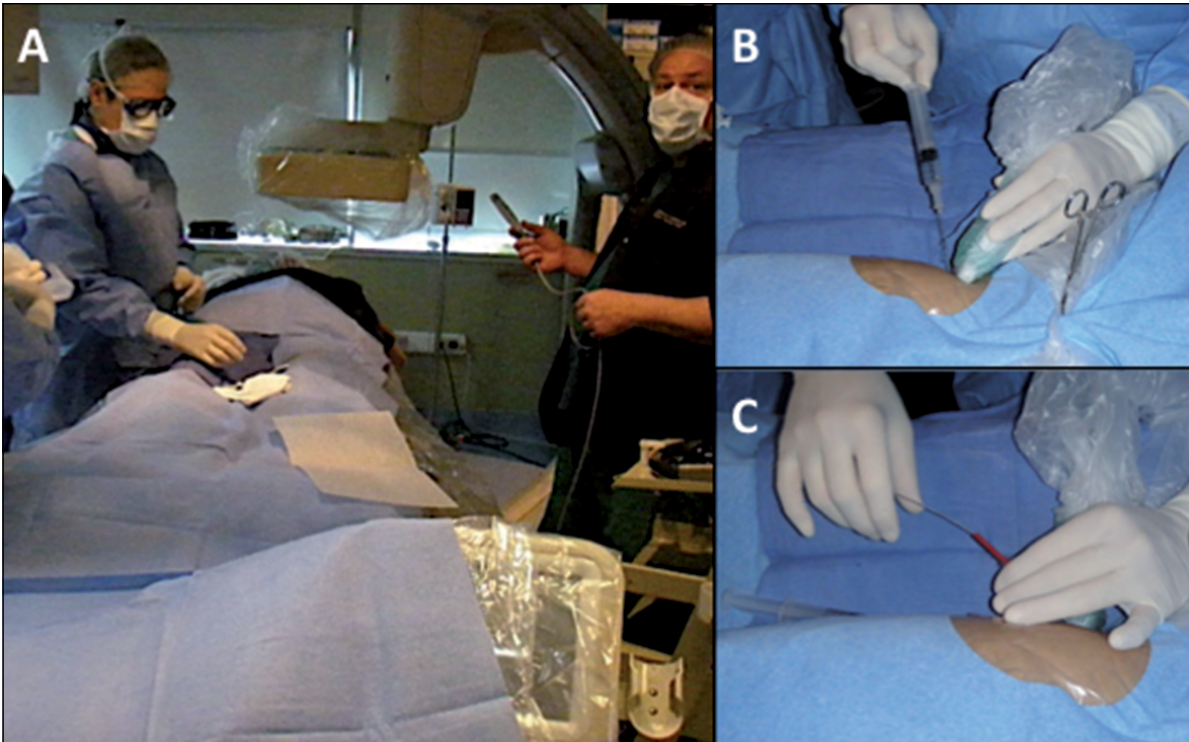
Imágenes de la intervención de trombolisis en pabellón de angiografía. En A se observa a paciente en posición decúbite ventral, con anestesia general. El anestesta tiene probe de ecografía en su mano, próximo a entregarlo para su preparación y uso por el cirujano. En B se observa punción eco-guiada de vena poplítea. En C se observa el avance de la guía para la colocación posterior de la vaina.
